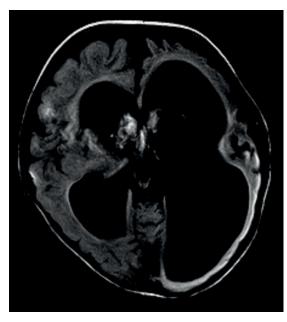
Пациентка 4. Виктория X. МРТ (А – Т2, Б – FLAIR) через 3 мес. после эпилептического статуса. Признаки атрофии левого полушария.
